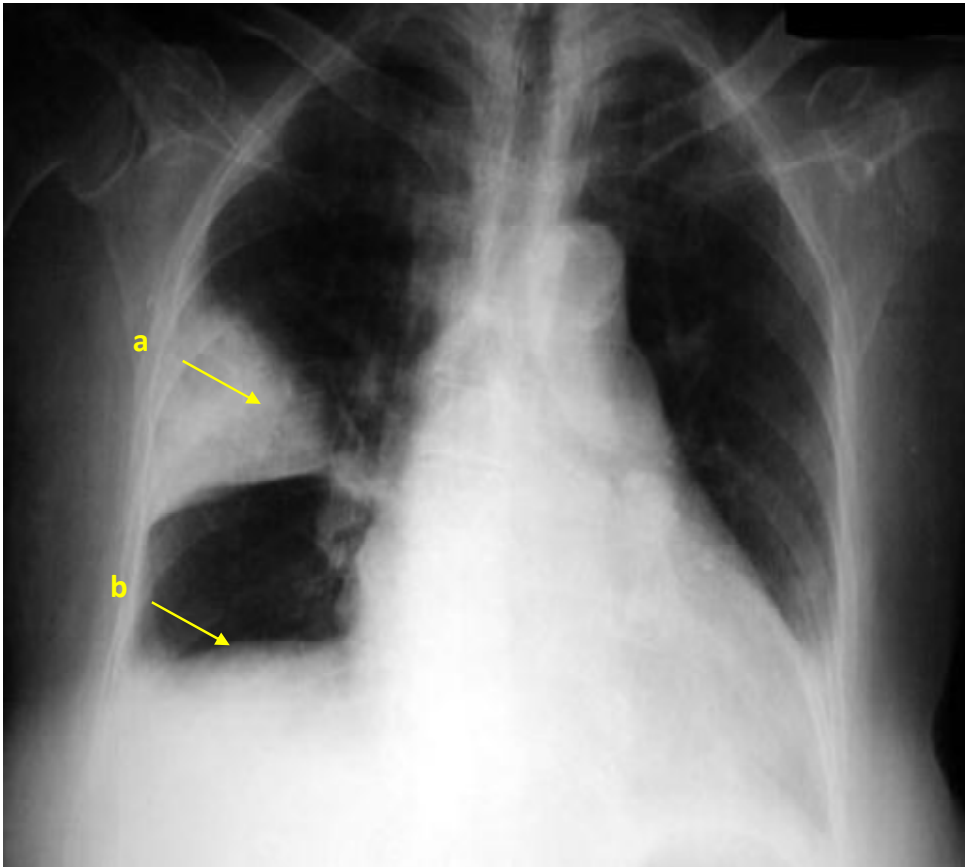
B : Radiographie pulmonaire de face, montrant l'image d'infarctus pulmonaire droit (a) avec ascension de la coupole diaphragmatique homolatérale (b).
